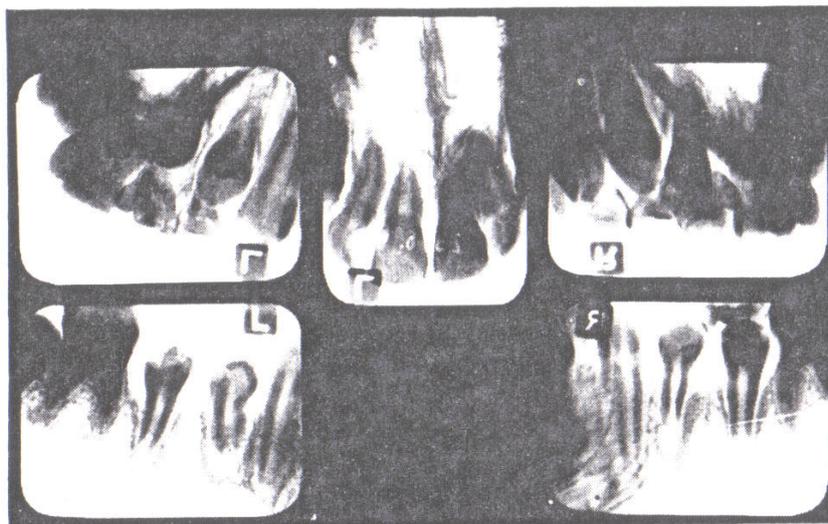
(gehört zu Abb. 383–392). Röntgenbefund nach einer Behandlungszeit von 15 Monaten.
